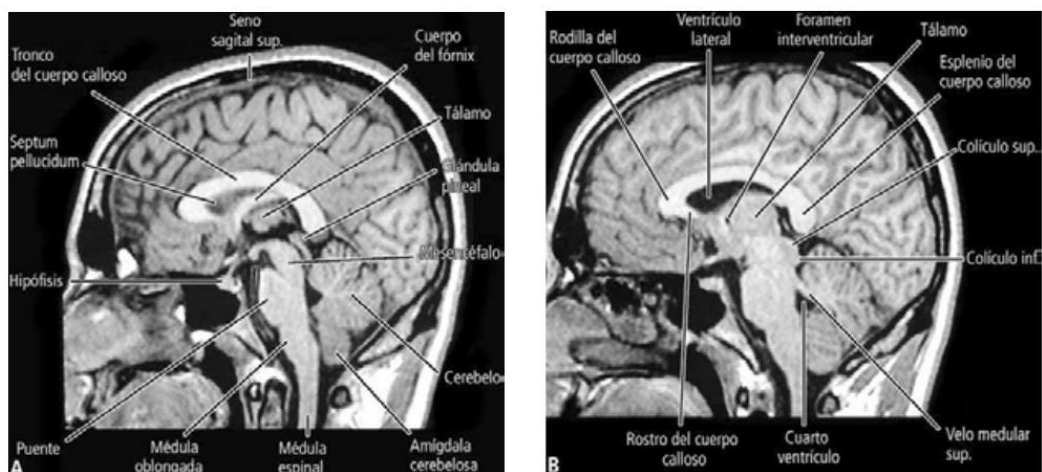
Imágenes de resonancia magnética. Cortes sagitales del encéfalo en T1, ordenados en secuencia de medial a lateral; A. Plano mediano; B. Plano paramediano que pasa por el tálamo.
